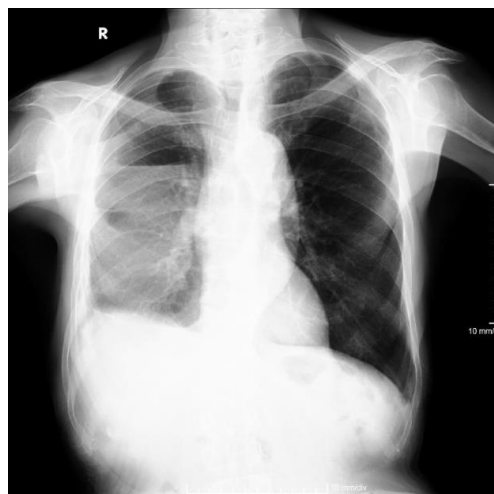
Radiografía de tórax que muestra nivel líquido correspondiendo con el derrame pleural derecho.
